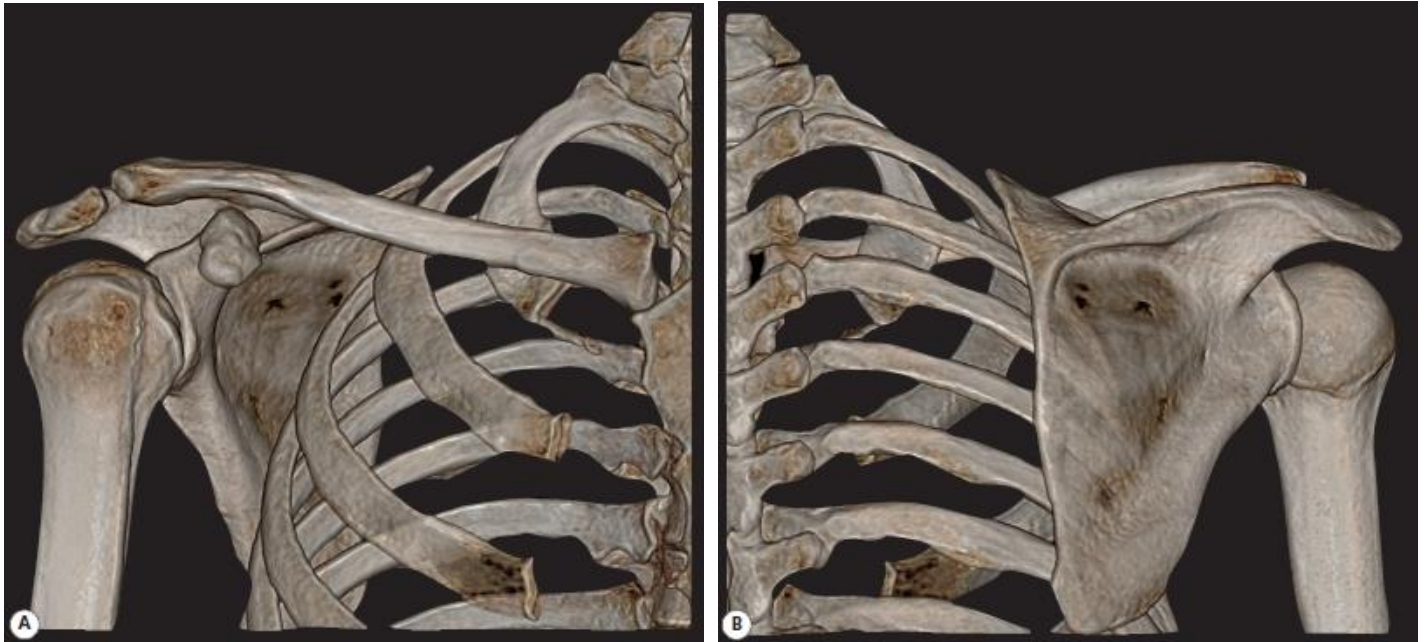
Трехмерная реконструкция компьютерной томограммы области плеча (слева – вид спереди, справа – вид сзади).
